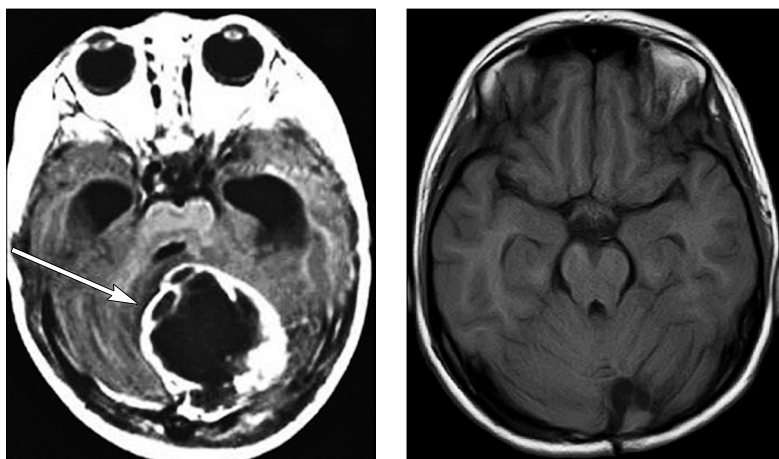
МРТ пациента до проведения БНЗТ (слева) и через 15 лет после БНЗТ (справа). Стрелка показывает область опухоли [432]
